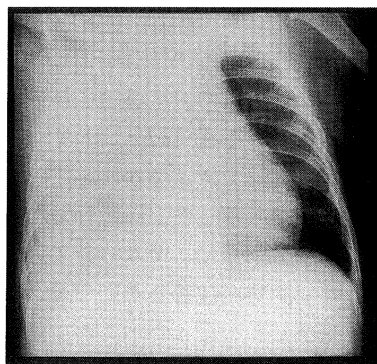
Chest X-ray film on the 8th day of the ill
